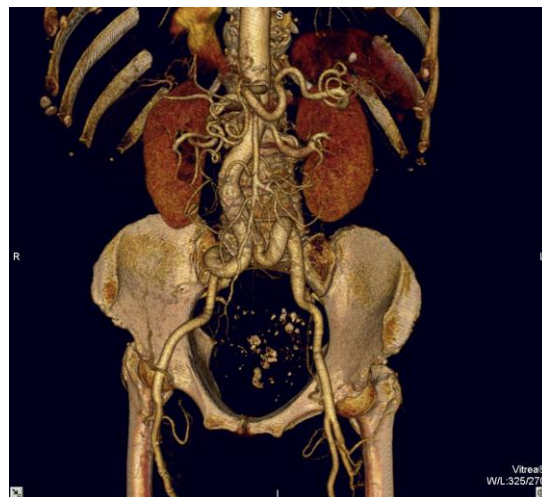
МСКТ. Объёмный рендеринг.
